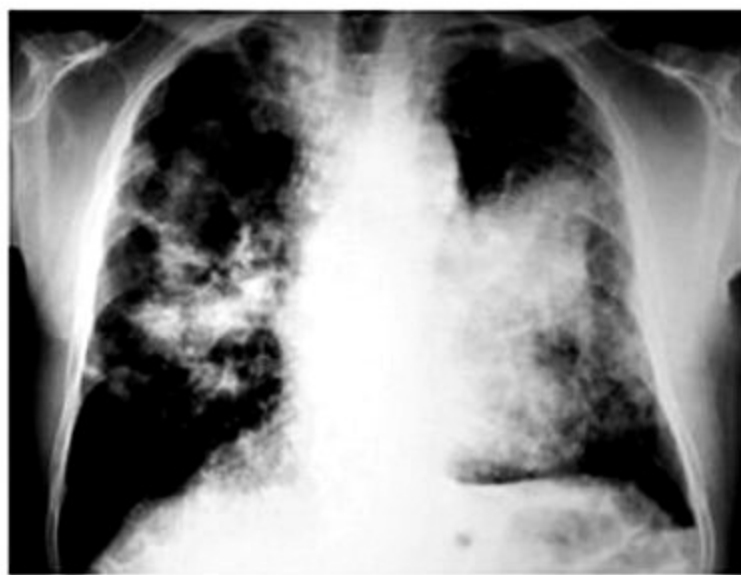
Radiografia de tórax de trabalhador de mineração de ouro. Presença de fibrose maciça progressiva, opacidades formando grandes massas.
